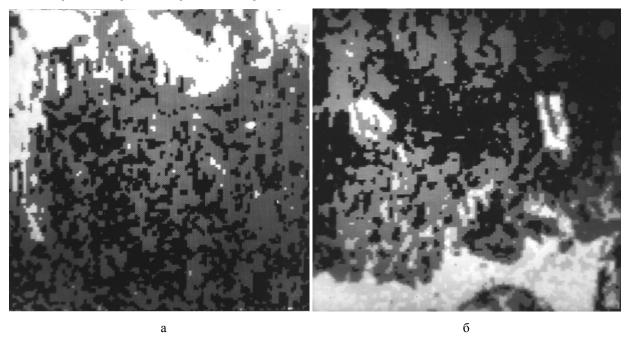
Новообразованные костные структуры в дистракционном диастазе между материнской костью свода черепа (а) и трансплантатом (б). 14 суток дистракции. Карта рентгеновского микроанализа. Увеличение 20
